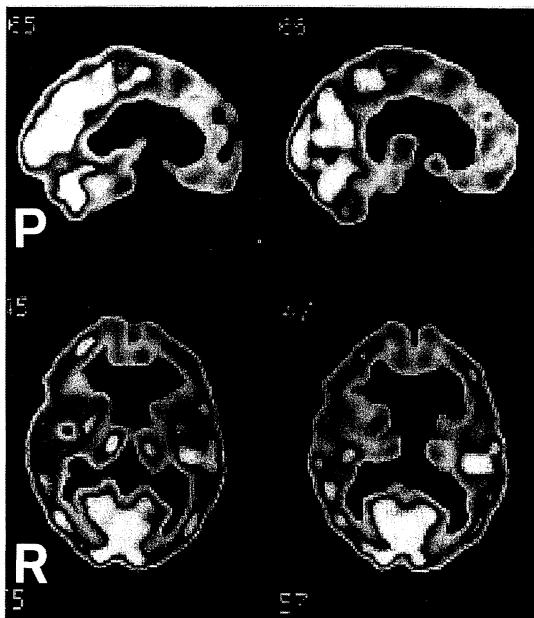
Brain SPECT (^{99m}Tc-ECD) shows hypovolemia in bilateral frontal lobe.
